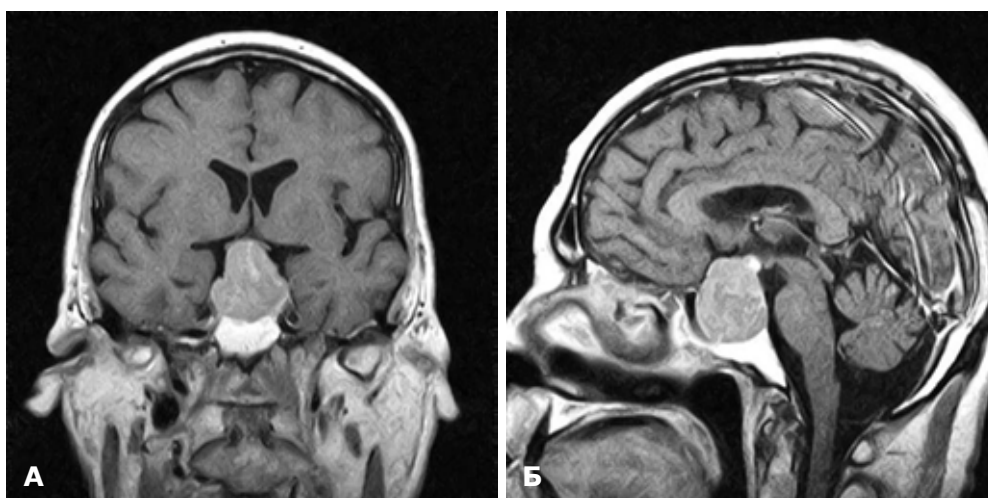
Пацієнт П., 64 роки, ГНАГ із супраселярним ростом, центральне положення хіазми. МРТ головного мозку: А – фронтальна проекція; Б – сагітальна проекція
